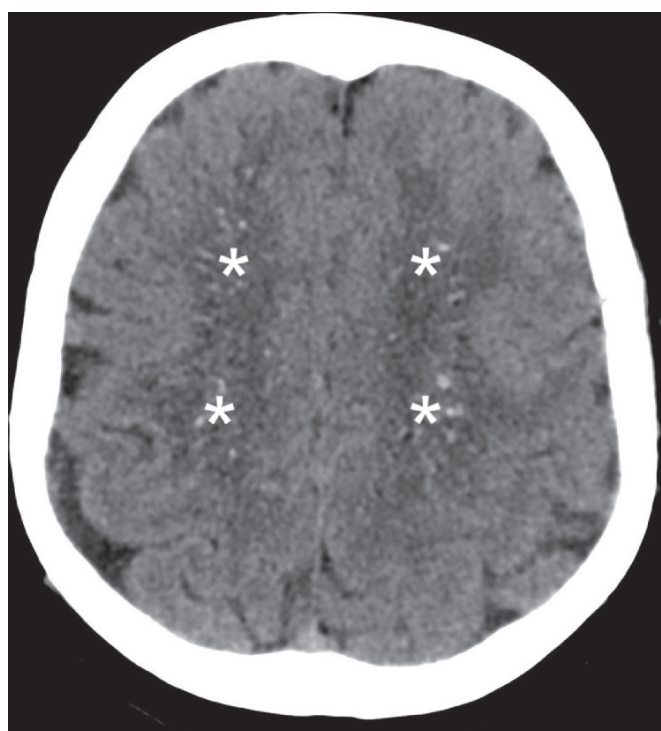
Нативные КТ-сканы демонстрируют отложения кальция во внутренней капсуле
